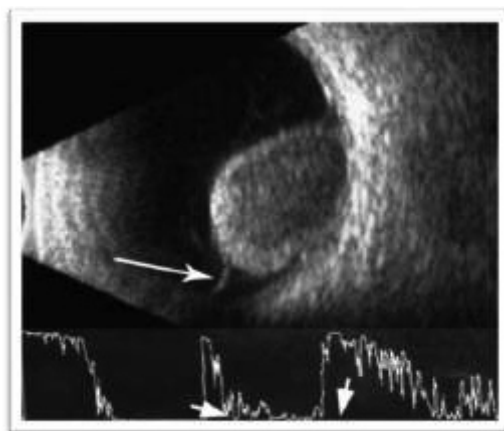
Ecografia în A și B - scan
